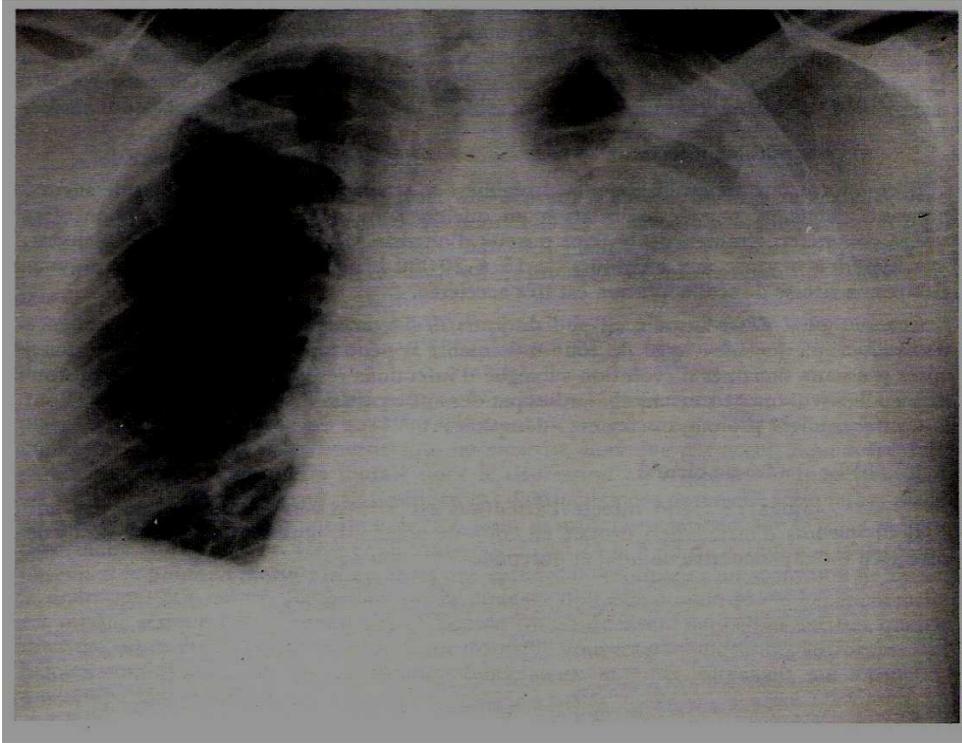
Radiographie standard de face montrant une opacité dense et homogène de l'hémi-champs thoracique gauche, ne respectant que la partie supéro-interne du sommet et d'intensité croissante de haut en bas. Cette opacité se confond avec l'opacité abdominale à sa partie inférieure. Elle refoule la trachée vers la droite ; il s'agit donc d'un épanchement liquidien de grande abondance.
